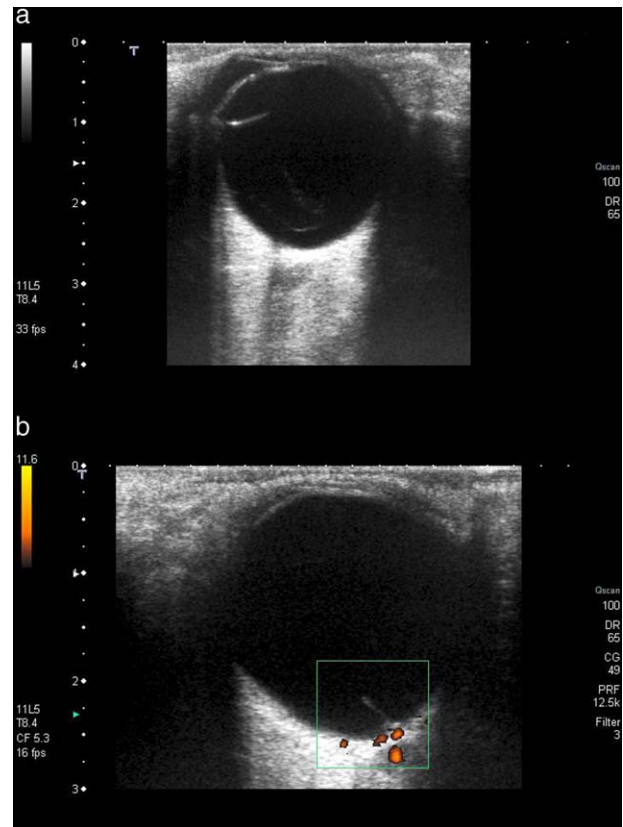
Estudio ecográfico (Toshiba Aplio xV, Toshiba corporation, Tokio, Japón): a) La ecografía en modo B mostró un desprendimiento parcial del vítreo posterior y la presencia de la AHP. b) El eco-doppler del globo ocular no pudo determinar la presencia de flujo sanguíneo activo en la AHP.
